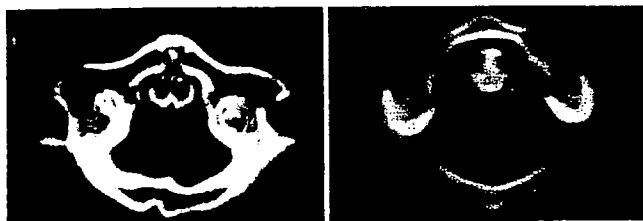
Computed tomography scans obtained in a 10-year-old patient with Down syndrome (left) and a 10-year-old healthy individual (right). The cross-sectional area of C-1 was 512 mm² in the patient and 690 mm² in the control.
